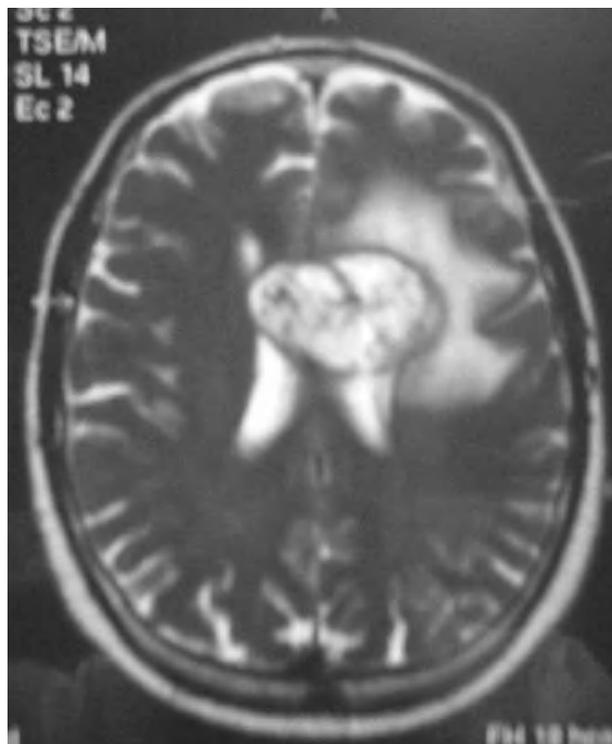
Imagen de la resonancia magnética.
